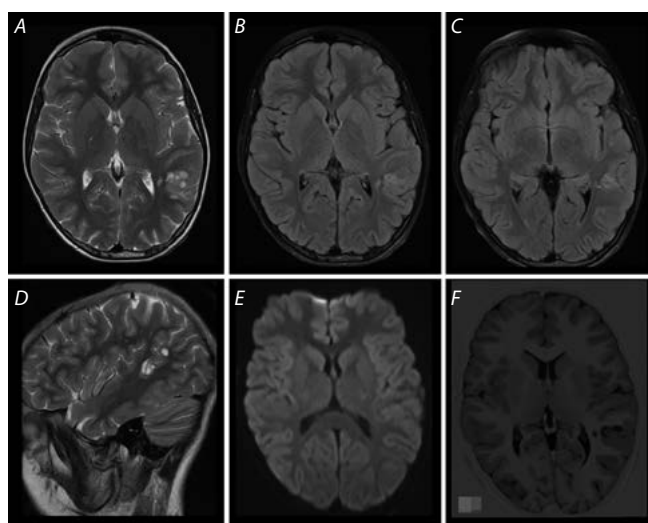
МРТ головного мозга пациента Г. при первом обследовании.
